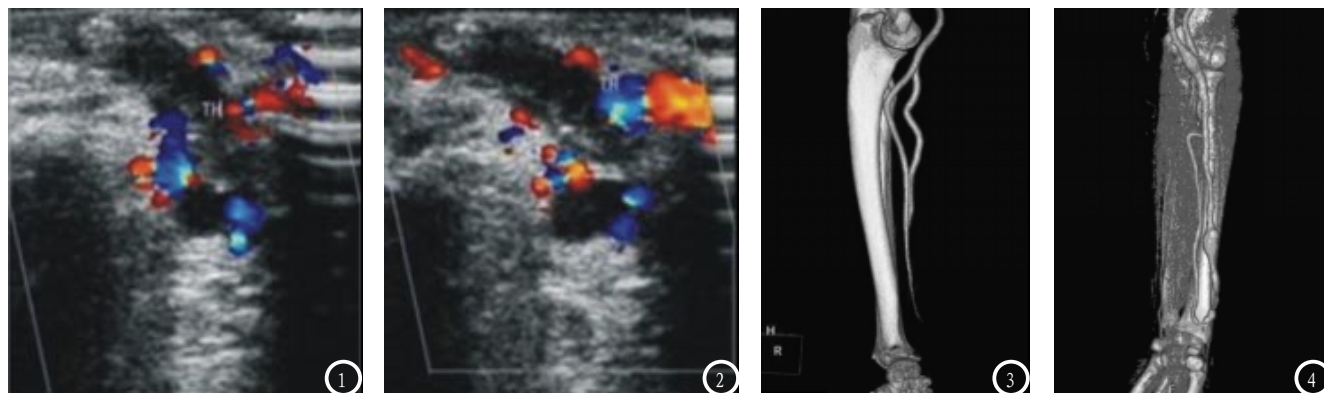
彩色多普勒超声显示动静脉内瘘内血栓形成，血管狭窄。图2 彩色多普勒超声显示动静脉内瘘内血栓形成，血流异常。图3 血管CT显示动静脉内瘘内血栓形成。图4 血管CT显示动静脉内瘘内血栓形成，血管狭窄。
